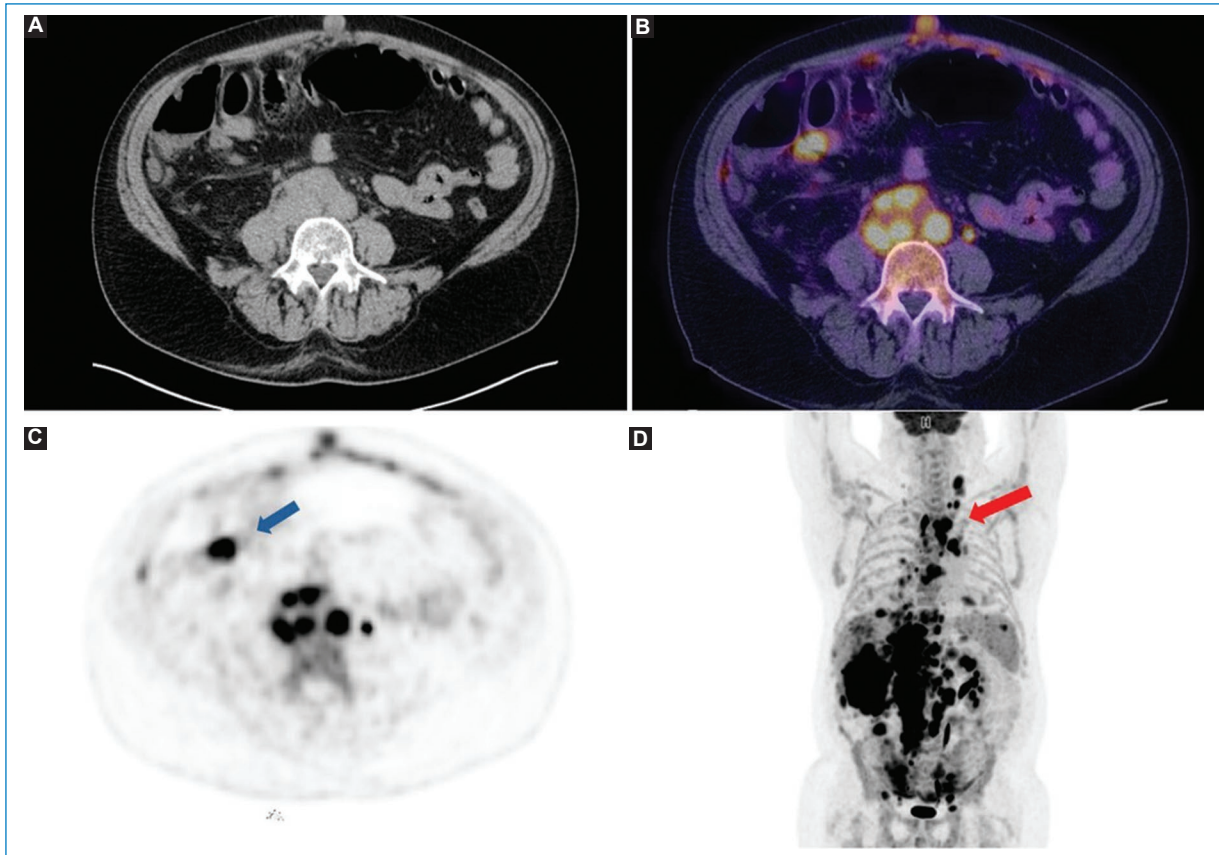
Varón de 65 años con diagnóstico de linfoma difuso de células B grandes y LP. Imágenes de TC (A), fusión PET-TC (B) y MIP (C y D) en las que se puede observar el patrón nodular hipermetabólico del peritoneo (flecha azul) y las adenomegalias en múltiples lugares (flecha roja).
